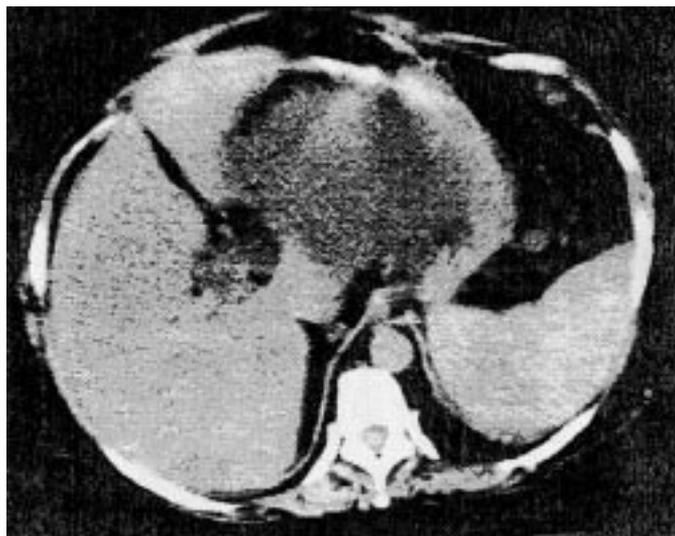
immagine TC di pseudocisti pancreaticata.
